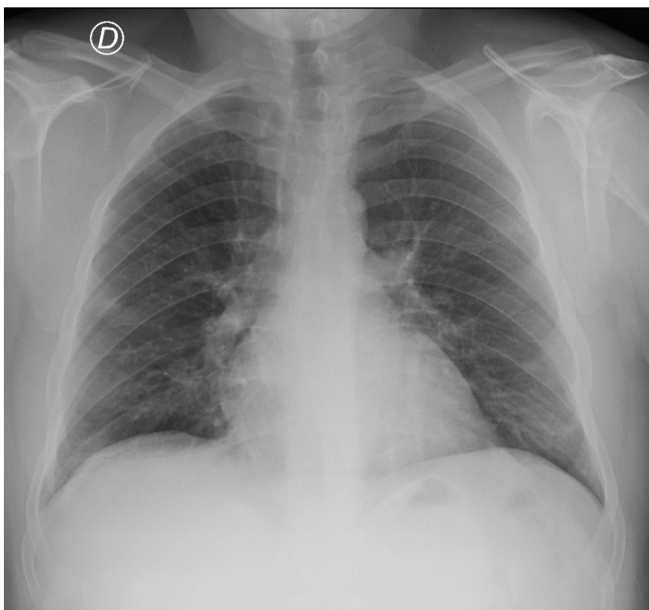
Izquierda: radiografía de tórax al ingreso hospitalario. Nótese la relativamente buena aireación pulmonar. Derecha: radiografía de tórax realizada en unidad de cuidados intensivos luego del inicio de ventilación mecánica invasiva y canulación con ECMO. Nótese la progresión de los infiltrados pulmonares bilaterales a predominio basal.
